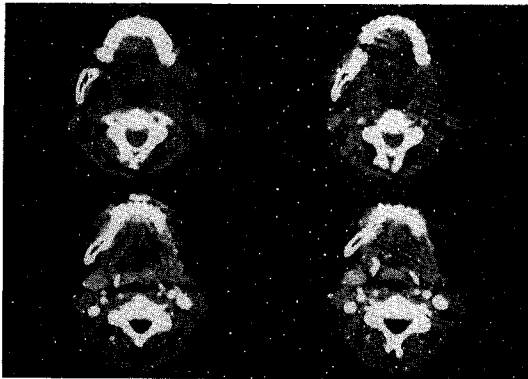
Computed tomography (post-operative)
